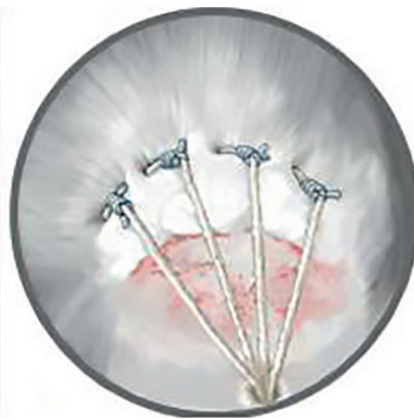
Degenerative RM-Läsion vor (a) und nach (b) arthroskopischer Rekonstruktion in Suture-Bridge-Technik (Quelle: Loew M: Arthroskopische Rekonstruktion von Supra- und Infraspinatussehnenläsionen. In: L. Lehmann und M. Loew (Hrsg). Meistertechniken in der operativen Orthopädie und Unfallchirurgie – Schulter. Springer Verlag Deutschland 2018: 3-12)
